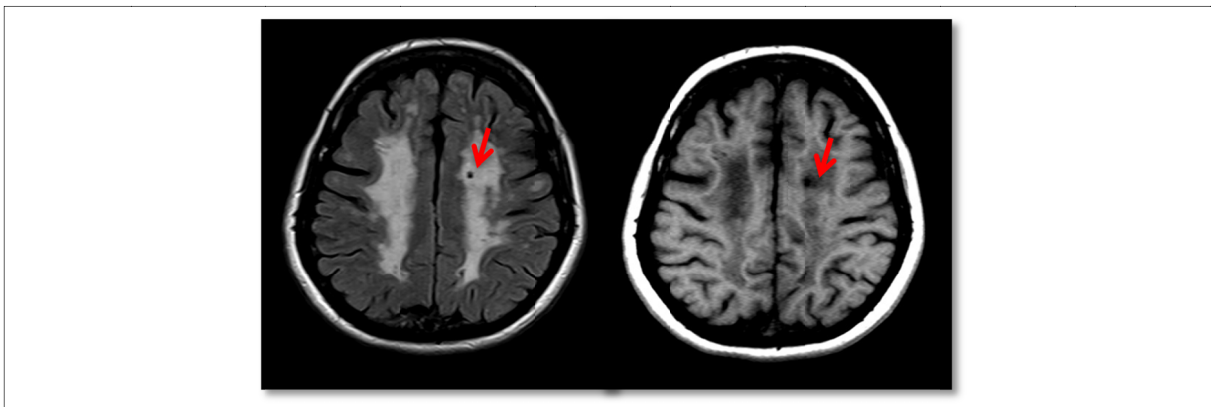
Corte axial en secuencia FLAIR y T1. Observamos LC (fleche roja) y su comportamiento en ambas secuencias
